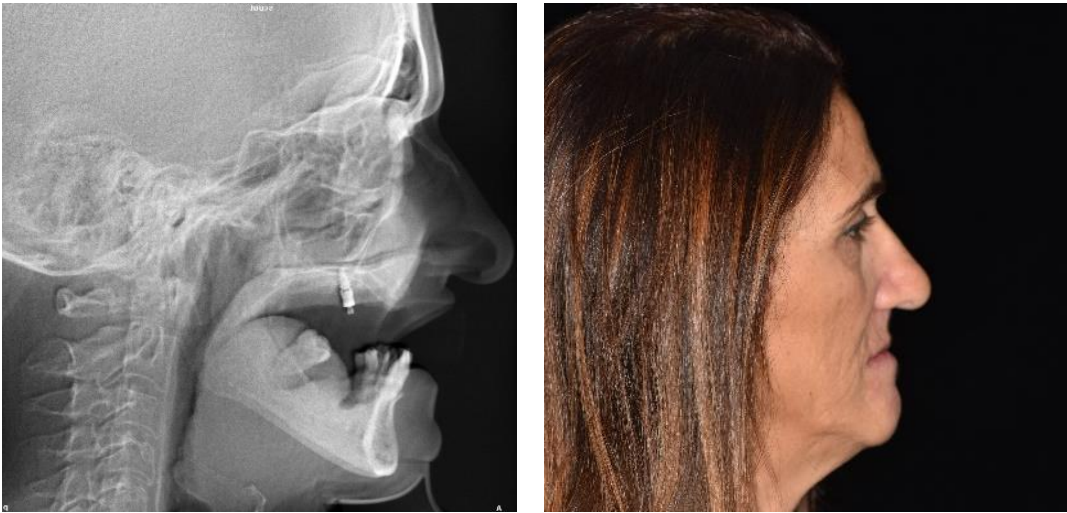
Evidenza dell'atrofia del mascellare superiore mediante esame teleradiografico e TAC cone-beam
